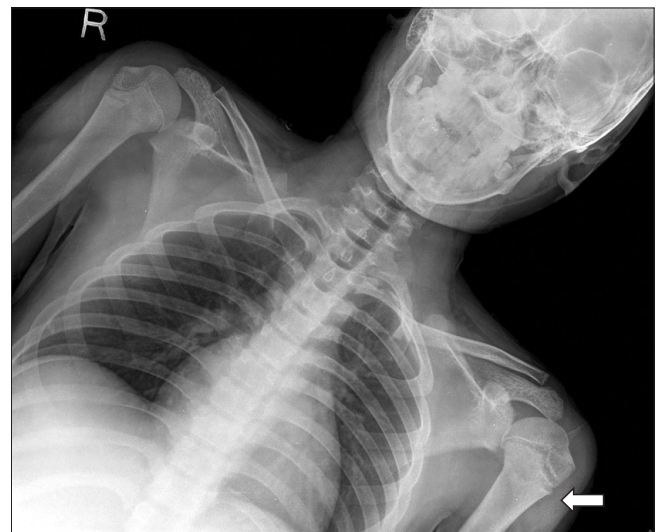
Initial both shoulder AP radiograph demonstrates widening of physis of left proximal humerus compared to right side (arrow).
